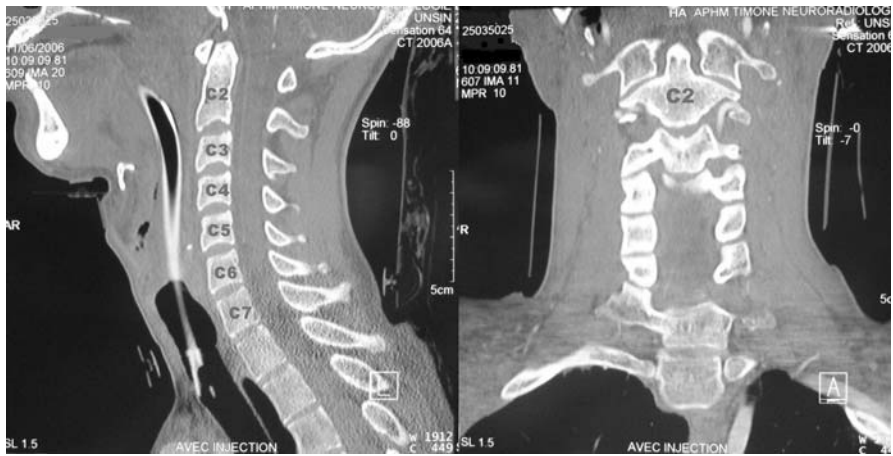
Rachis cervical normal obtenu après reconstruction d'une acquisition hélicoïdale au scanner (coupe sagittale et frontale) permettant de reconnaître facilement les zones difficiles à visualiser sur les radiographies standard : charnière occiput – C1 – C2; charnière C7 – D1.
